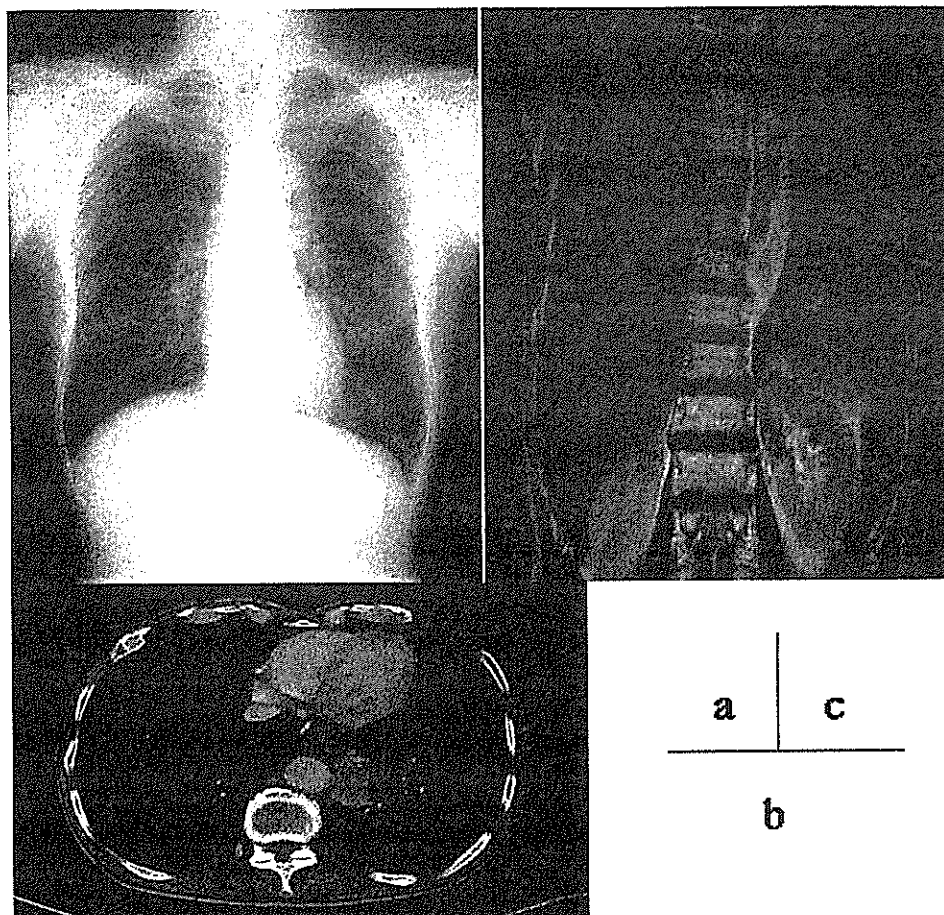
Chest X-ray film taken 2 years after the abdominal section showed a mass (46×22mm) hidden in the cardiac shadow.
